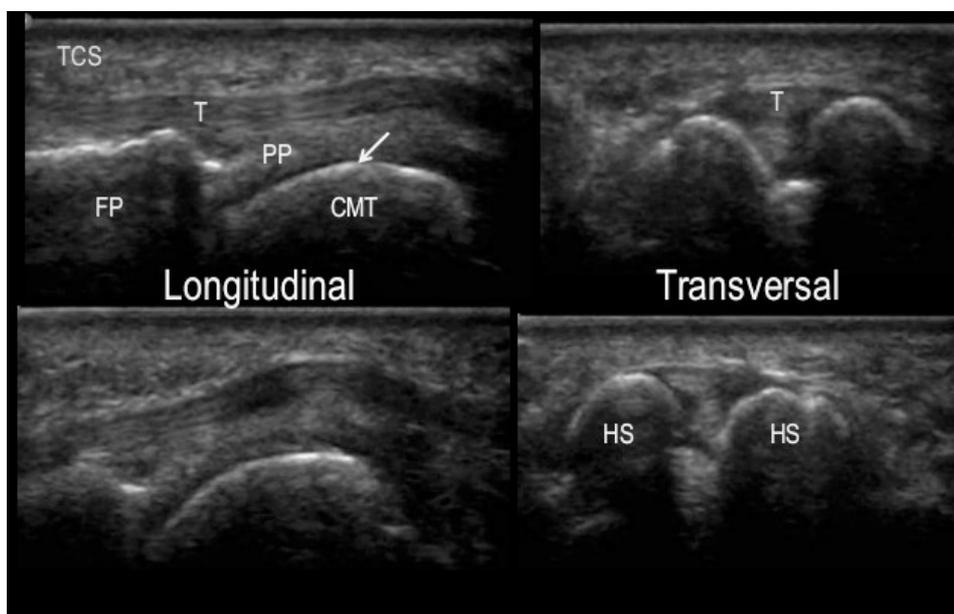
Ecografía de las cabezas metatarsianas
